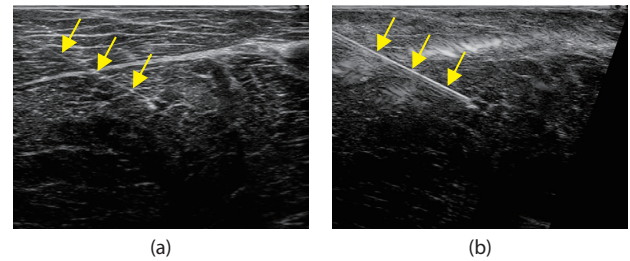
B-mode images when the puncture angle relative to the body surface is shallow. (a) Normal B-mode image. (b) B-mode image with ultrasound beam steering in which the needle is better visualized, but tissue image quality is degraded.
